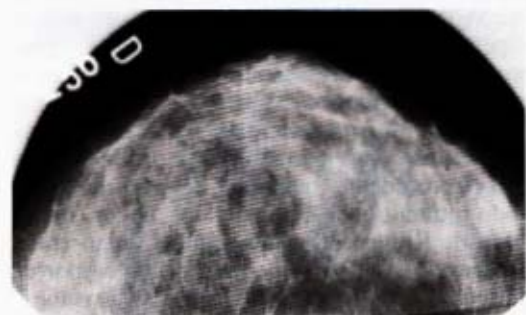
Radiografía simple de glándula mamaria de una mujer de 40 años, en incidencia craneocaudal.
